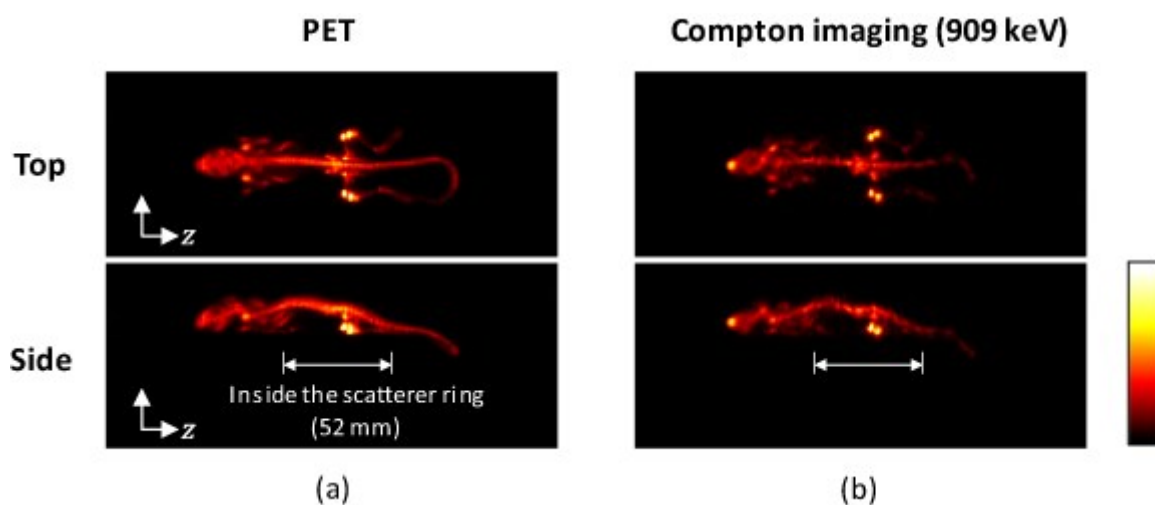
Immagini PET (a) e Compton (b) ricostruite per l'esperimento su piccoli animali con un topo a cui è stato iniettato ^{89}Zr -ossalato. La riga superiore mostra le immagini della proiezione di massima intensità (MIP) dall'alto, mentre la riga inferiore mostra quelle laterali [37].
